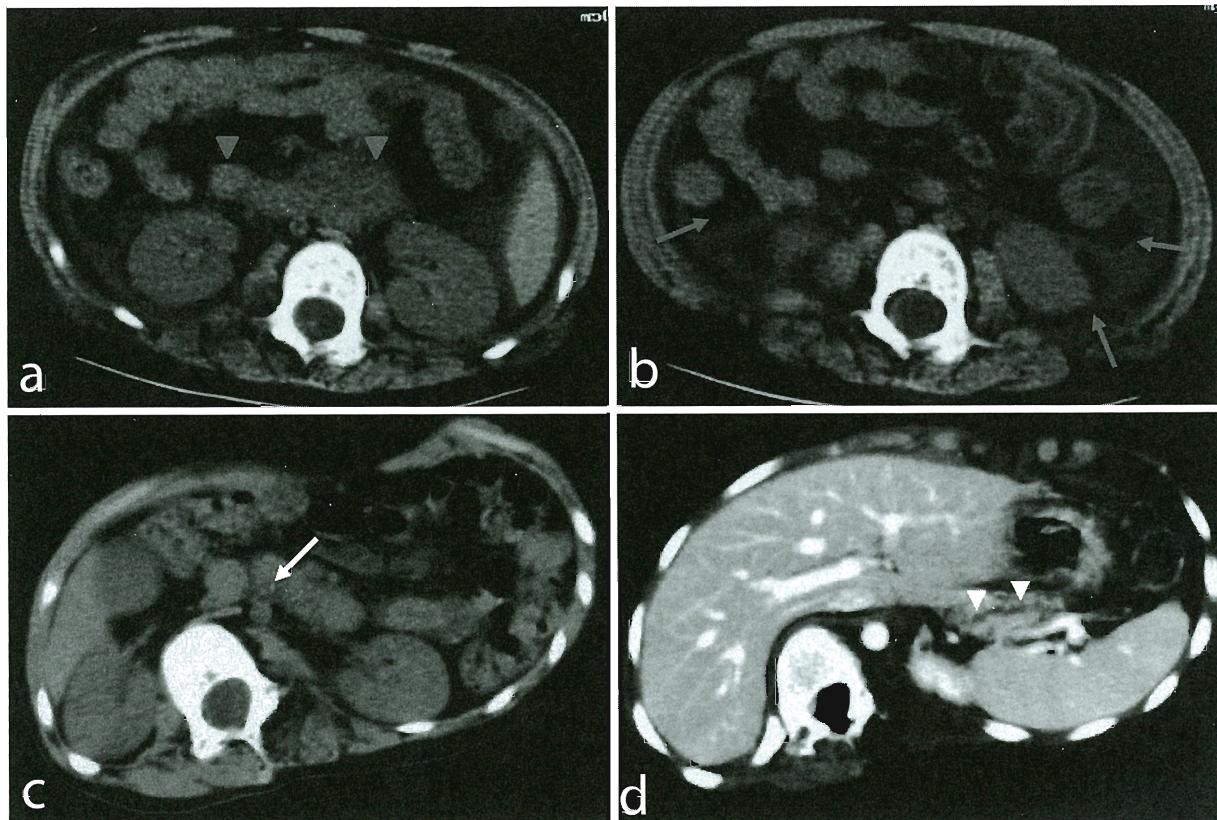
Figure a, b; Plain abdominal computed tomography (CT) images taken when the patient was 6 years of age, showing enlargement of the pancreas with internal heterogeneity (gray arrow heads) and remarkable ascites in the space between the intestines and in the posterior pararenal extraperitoneal space (gray arrows).
